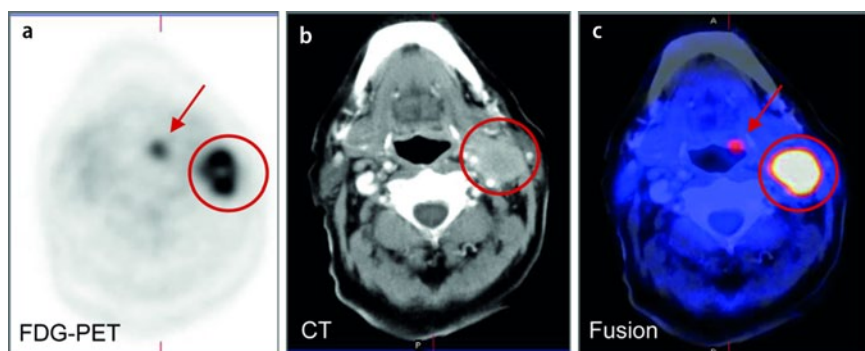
▲ a–c FDG-PET/CT bei zervikalem CUP mit stoffwechselaktiver Lymphknotenmetastase (PLECA) links zervikal (Kreis) und nur in der PET nachweisbarem und in der Fusion anatomisch dem Zungengrund zuzuordnenden Primarius (Pfeil)
